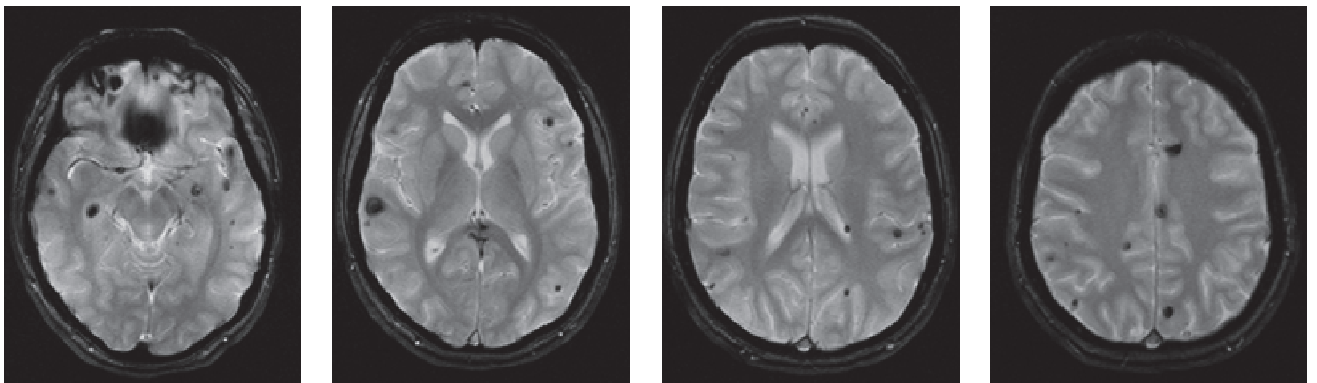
Пациентка Е-на Ю. В., МРТ головного мозга в режиме SWAN, аксиальная проекция
